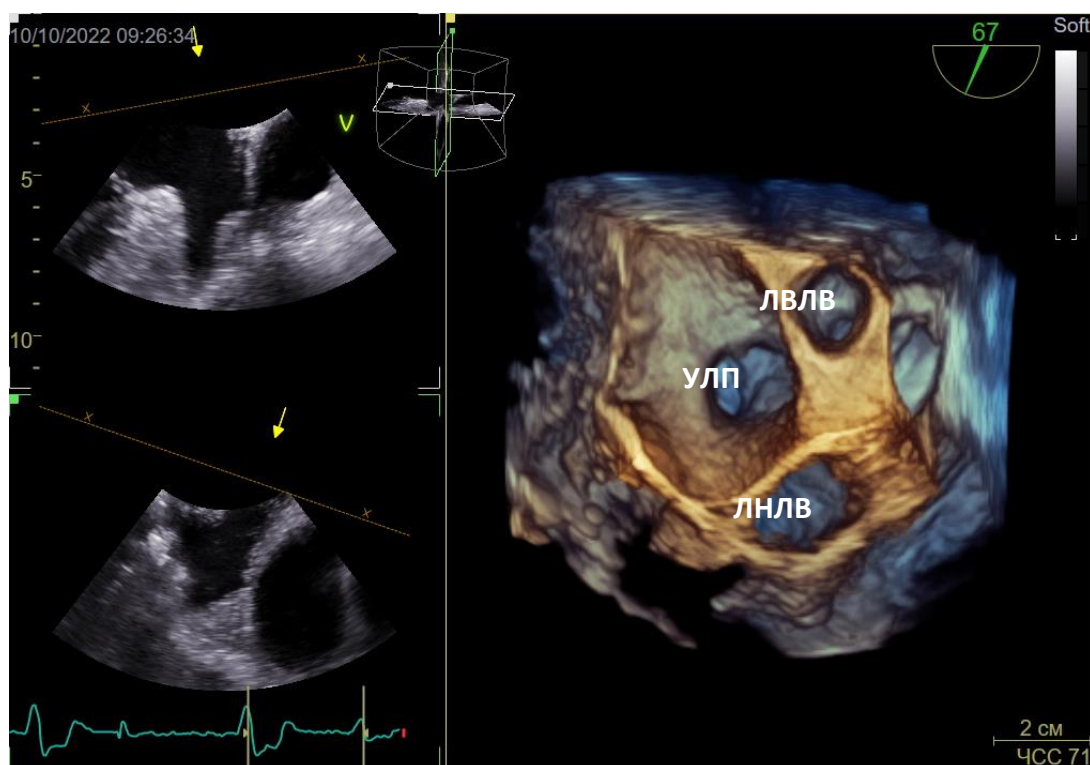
Четырехмерная эхокардиография в режиме Flexi-slice
